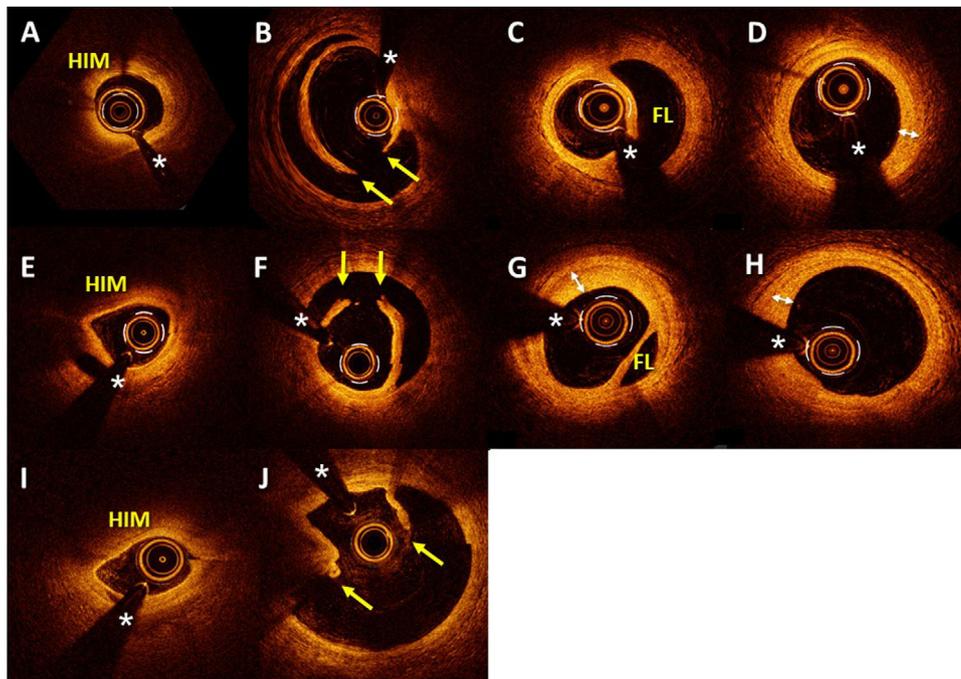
Tomografía de coherencia óptica en el momento agudo (antes y después de la fenestración) y en el seguimiento a los 6 meses. Las flechas amarillas muestran las roturas intimaes. Las flechas blancas de doble punta señalan la capa íntima engrosada. Los asteriscos señalan el artefacto de guía. FL: falsa luz; HIM: hematoma intramural.
